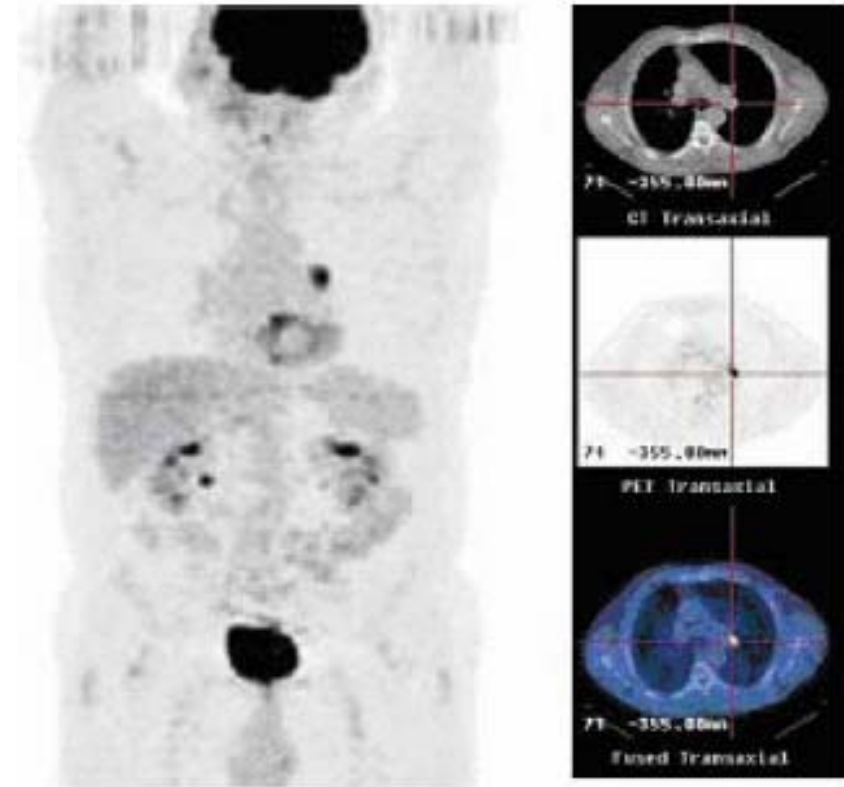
^{18}F -FDG PET-CT showing a solitary area of radiotracer uptake in the left lung. MIP image on the *left*; transaxial images (CT at the *top*, PET and fusion) showing the lung lesion on the *right*
